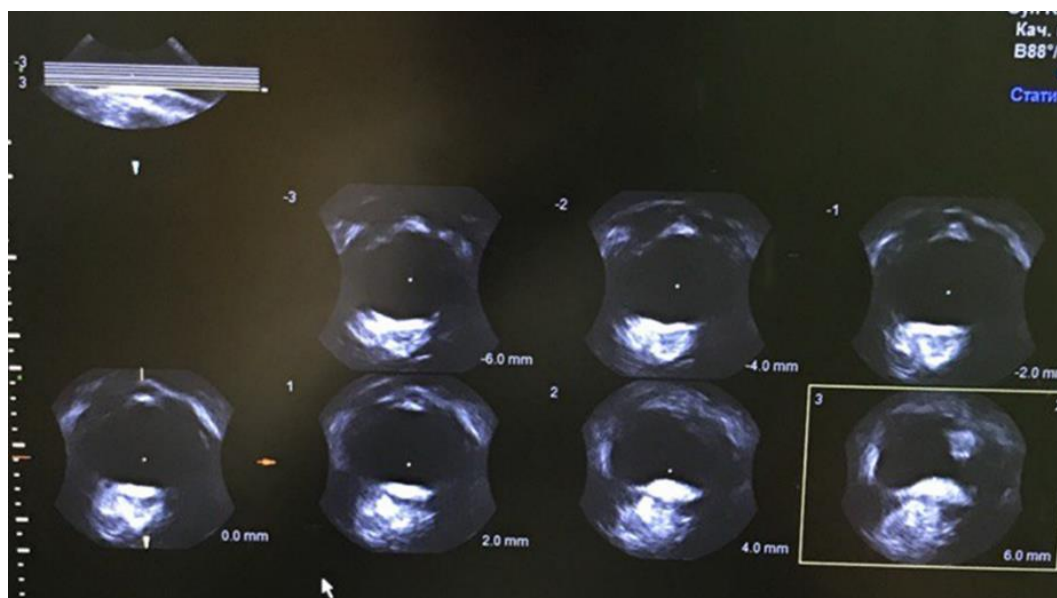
3D УЗИ в режиме TUI. Мочевой пузырь без дефекта фасции
